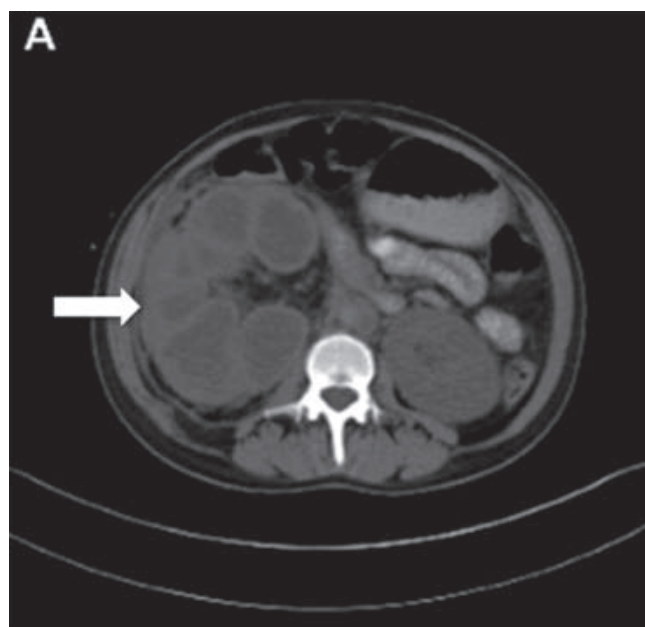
Tomografía de abdomen donde se observa nefromegalia derecha con pérdida de la relación corticomedular (flecha).
